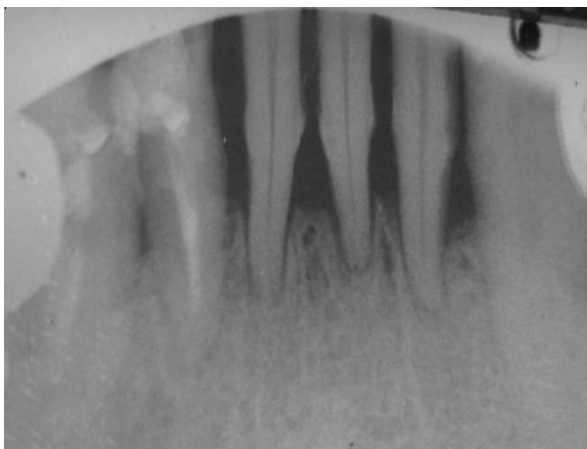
Копия прицельной рентгенограммы больного Ш, 48 лет, и.б. 1145. Диагноз: ГП, II-III степени. 2-я группа. Определяются очаги горизонтальной деструкции альвеолярного отростка. Состояние до операции.
